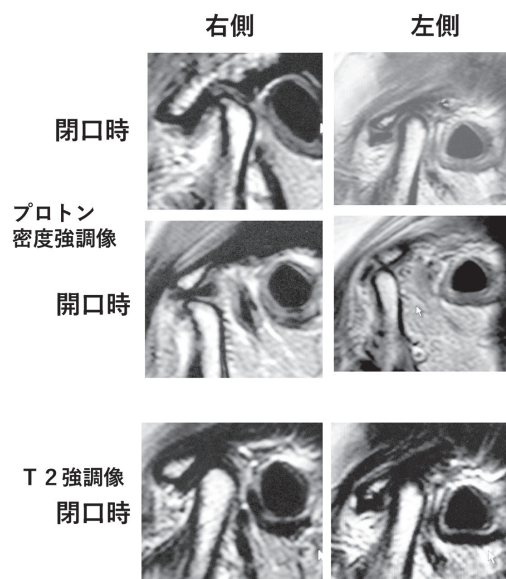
不可逆性の下顎位、咬合変化症例の初診時 MRI 所見
